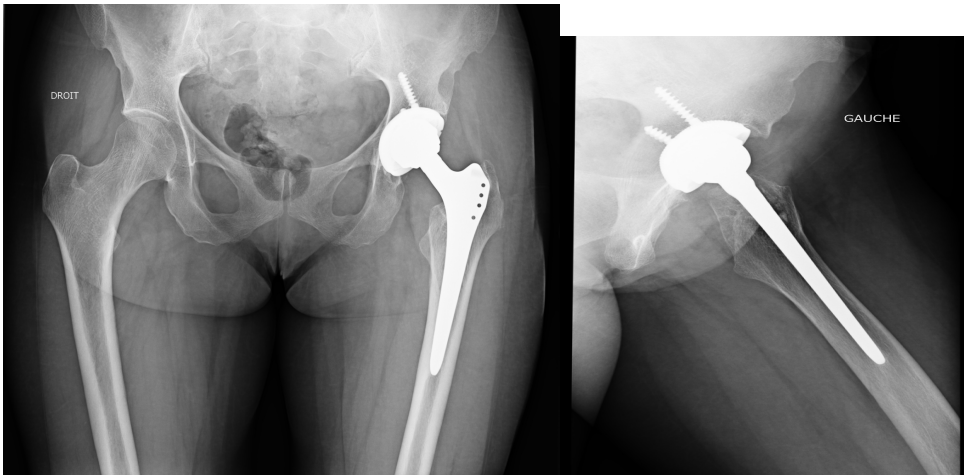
radiographies cliché face et profil, contrôle PTH groupe MoM à 20 ans de recul.
